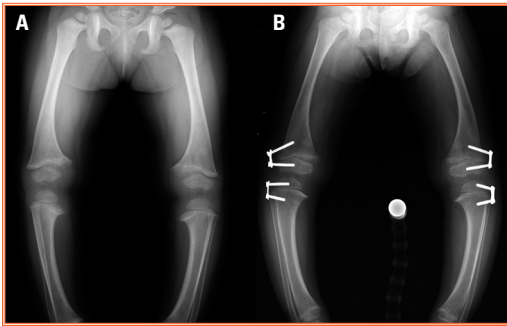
Telerradiografía de los miembros inferiores en un paciente con XLH (A) que muestra una afectación metafisaria de raquitismo principalmente a los compartimentos mediales de las rodillas, con una deformidad en varo. A pesar del tratamiento farmacológico, la deformidad persistió y se realizó una hemiepifisiodesis externa (B) para la corrección del genu varum.
